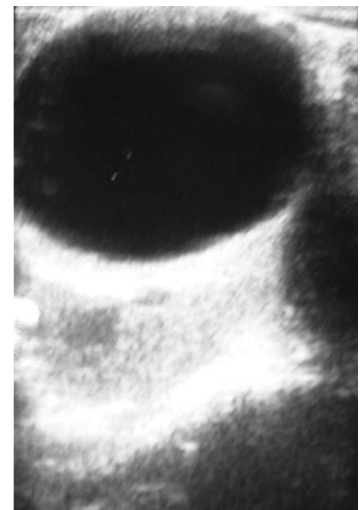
Ultrasonido que muestra imagen quística a nivel pélvico.
